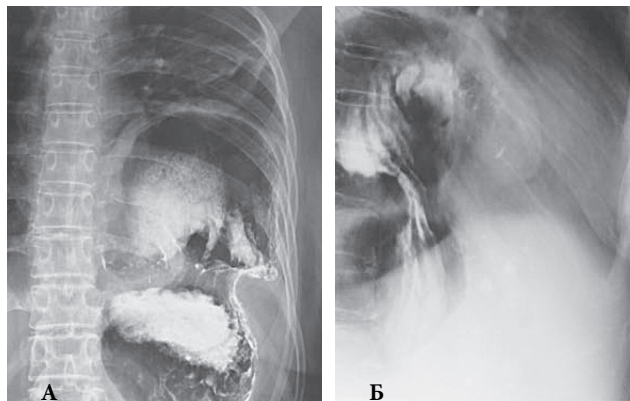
Обзорная рентгенография брюшной полости. Прямая (А) и боковая (Б) проекции. Высокое стояние левого купола диафрагмы. Следы контраста в желудке, который имеет форму "каскада". Левый купол диафрагмы до 3 ребра. В просвете дна желудка барий
